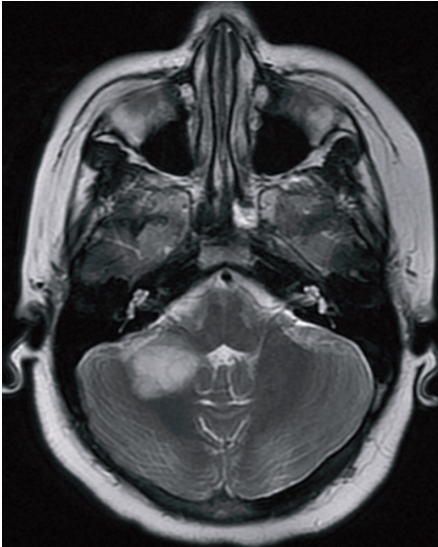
RM realizada en Enero del 2014, unos 3 meses después de la anterior. La imagen de la izquierda, corte axial en T2 FSE, en el que se aprecia la gran lesión hiperintensa en hemisferio cerebeloso derecho (>3cm). La imagen de la derecha, corte coronal en T2 FLAIR, se aprecia además de la lesión cerebelosa antes descrita, lesiones hiperintensas subcorticales respetando las fibras en "U" y en dedos de Dawson, características de la EM.
